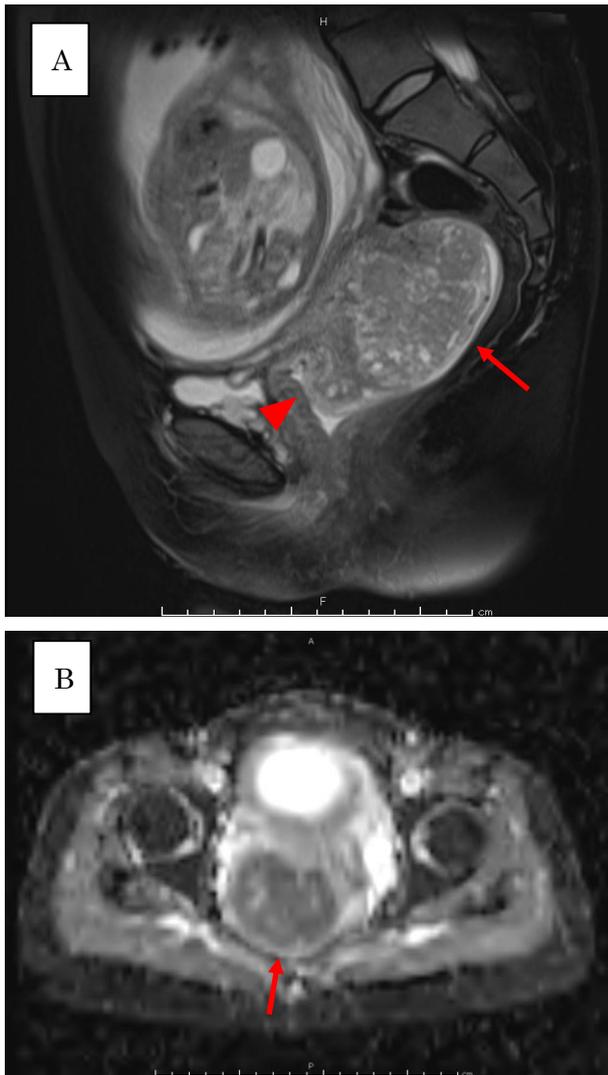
骨盤部単純 MRI 検査 (妊娠 26 週)
